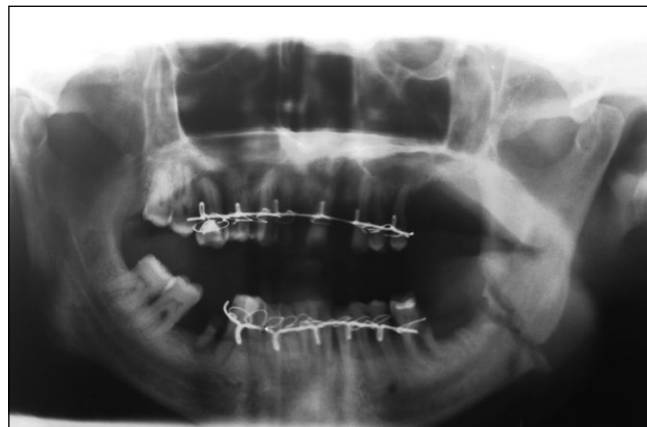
Ортопантомограмма пациента К. при поступлении. Диагноз: перелом в области угла нижней челюсти
